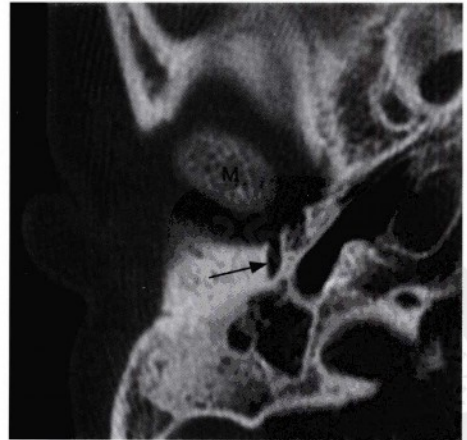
经颅底和右侧颞骨下部层面的轴为骨窗CT图像，显示了一外耳道闭锁患者的异常右侧面神经走行（箭头）。面神经没有进入茎乳孔，而是异常地进入颞下颌关节窝（M，下颌骨踝突）。同时注意该病人患有小耳症，即右侧耳廓明显小且畸形。
